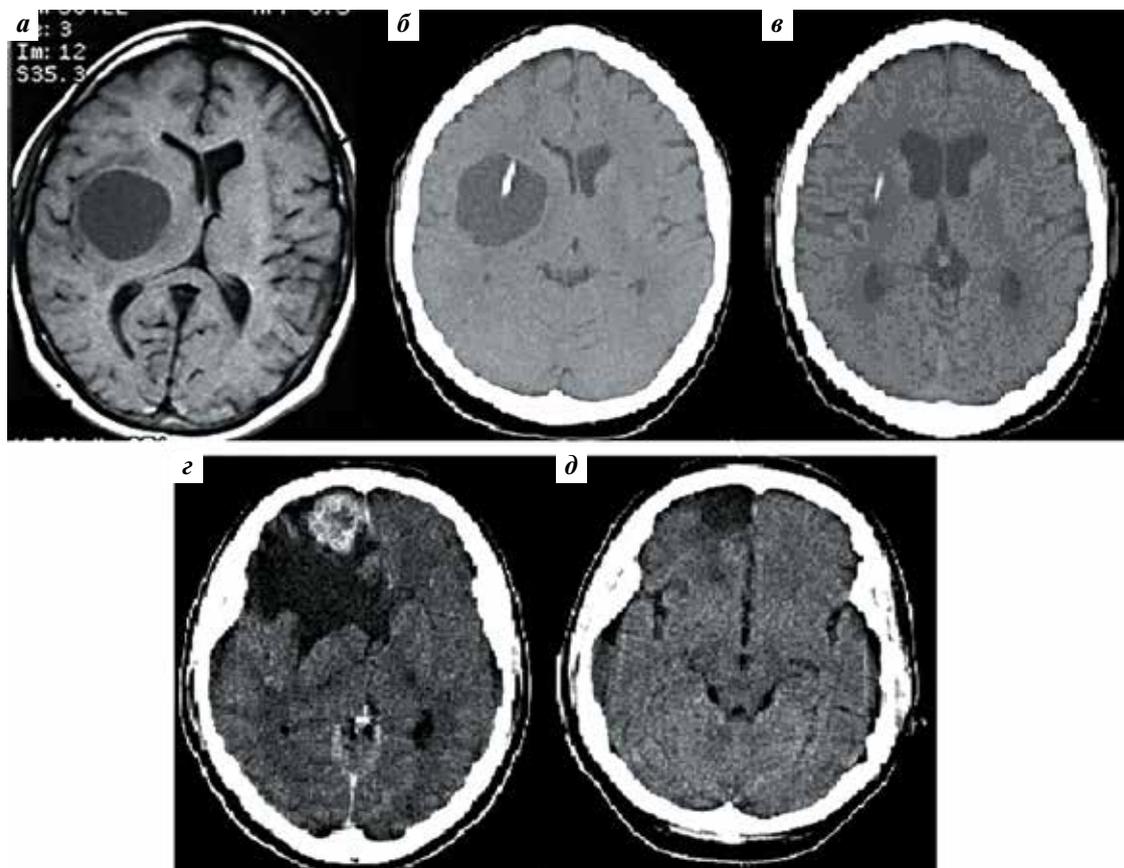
Различные хирургические подходы к разным типам церебральных метастазов, компьютерная томография головного мозга: а–в — метастаз с выраженным кистозным компонентом: а — до лечения; б — в день операции; в — через 1 год после имплантации резервуара Оммаи; г, д — метастаз солидной структуры: г — до лечения; д — через 6 мес после удаления en bloc
